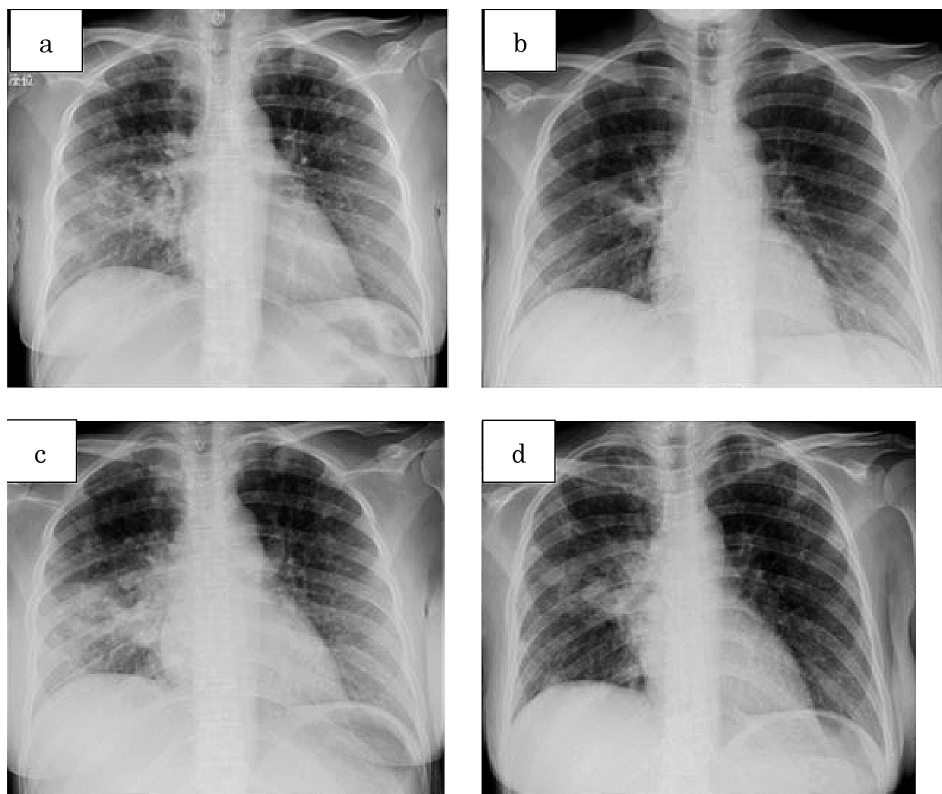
(a) A chest X-ray film obtained on admission showed consolidation with cavitation in the right middle lung field and multiple nodular shadows in the all fields. (b) These shadows improved 2 weeks after the start of treatment with INH, RFP and EB. (c) The shadows worsened 3 days after childbirth, (d) then showed improvement again 4 weeks after the addition of PZA.
